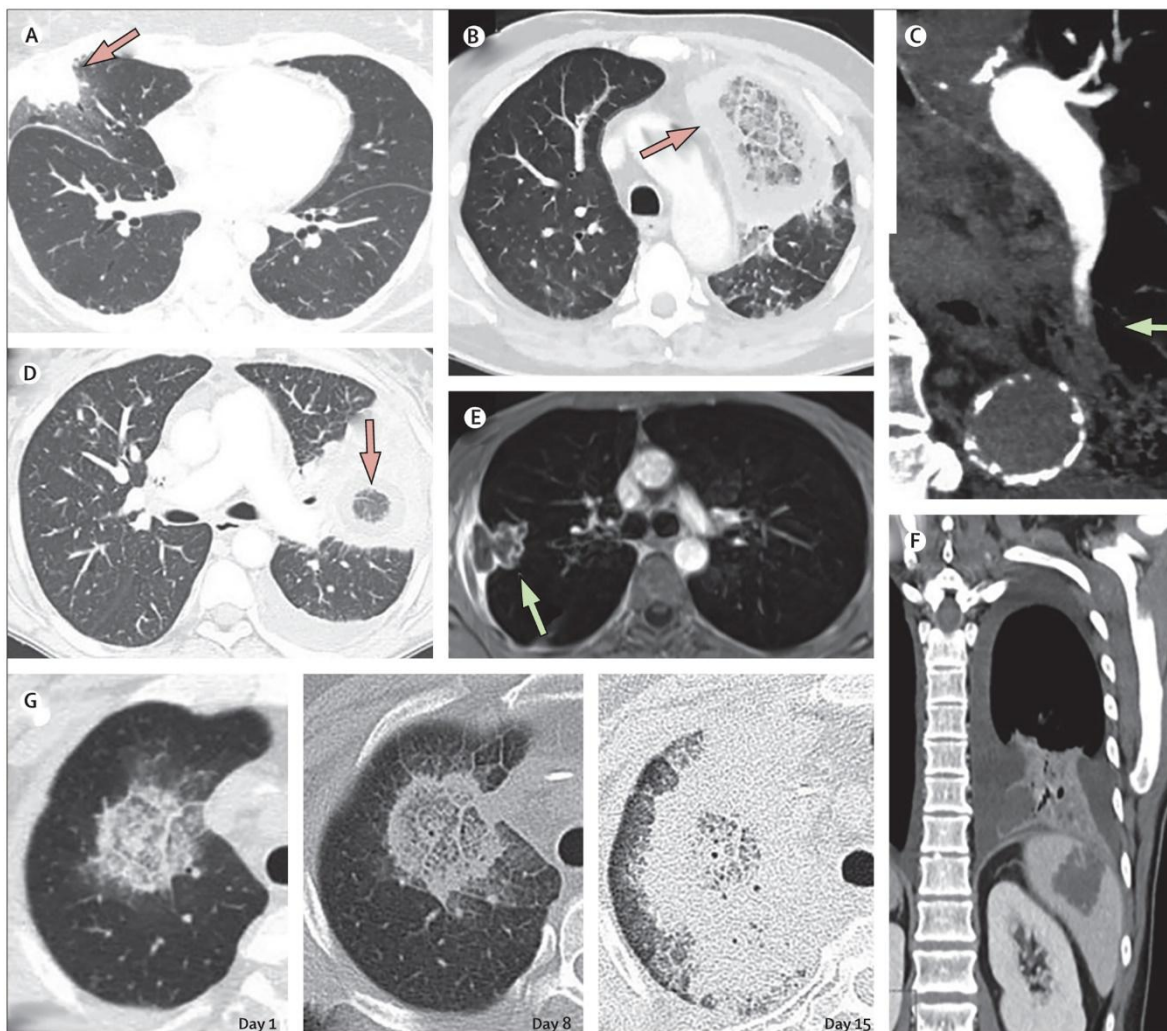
Signos imagenológicos que pueden sugerir mucormicosis pulmonar. (A) Signo de halo en la TC, un anillo de opacidad en vidrio esmerilado que rodea un infiltrado nodular, que fisiopatológicamente representa una región de isquemia, y que también es típico de la aspergilosis pulmonar invasiva (flecha). (D y B) Signo de halo invertido en TC, también conocido como halo invertido o signo de atolón, un área de opacidad de vidrio esmerilado rodeada por un anillo de consolidación (flecha). (E) Signo hipodenso en la resonancia magnética, ponderado en T1, una hipodensidad central en una consolidación pulmonar o nódulo, correspondiente a un área central de necrosis causada por obstrucción vascular con infarto pulmonar secundario y secuestro. La resonancia magnética muestra un nódulo pulmonar con hipodensidad central en el lóbulo superior derecho (flecha), correspondiente a un área central de necrosis causada por obstrucción vascular con infarto pulmonar secundario y secuestro. (C) Signo de oclusión vascular en la angiografía por TC, definido como un vaso interrumpido en el borde de una lesión focal sin representación del vaso dentro de la lesión o periférico a la lesión (flecha). Las formas particularmente agresivas de mucormicosis son F. Diseminación contigua en la TC, presencia de una masa o consolidación que exhibe invasión de órganos adyacentes al atravesar planos de tejido, incluidos el diafragma, la pared torácica, la pleura y el bazo. (G) Mucormicosis pulmonar típica rápidamente progresiva en la TC, asociada a deterioro clínico. Tomografías computarizadas de día 8 y día 15 que muestran un signo de halo invertido. Fuente: Tomado de (61).
